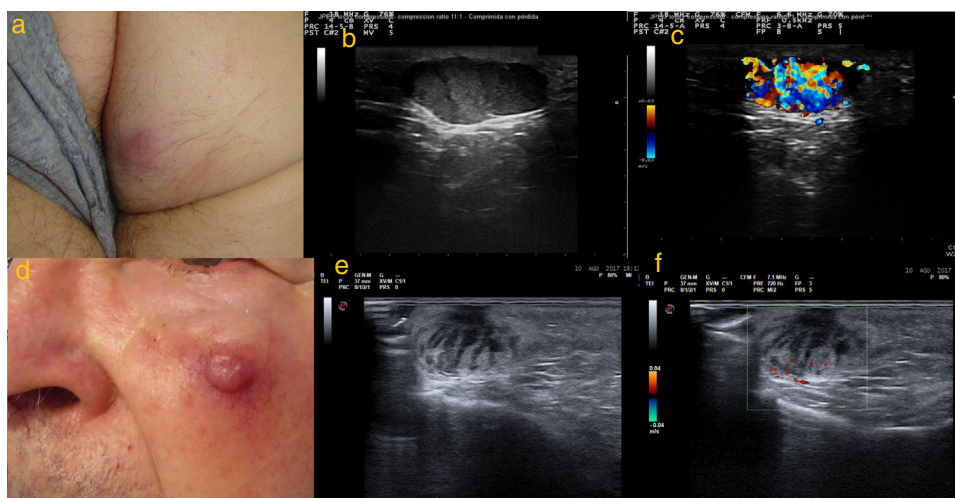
a) Caso 4: 1lesión subcutánea de consistencia elástica de 20 mm de diámetro en glúteo derecho, con tonalidad epidérmica violácea; b) Modo B: 1lesión hipoeoica localizada a nivel hipodérmico, de contenido heterogéneo y líneas hipoeoicas perpendiculares a la epidermis en «columna de humo», bordes bien delimitados y refuerzo acústico posterior; c) Modo Doppler color: 4vascularización intralésional; d) Caso 5: 2nódulo eritematoso sobre lesión subcutánea de 22 mm de diámetro en mejilla izquierda; e) Modo B: 1lesión hipoeoica localizada en dermis de contenido heterogéneo y líneas hipoeoicas perpendiculares a epidermis en «columnas de humo»; f) Modo Doppler color: 4vascularización intralésional de predominio en zona basal.
